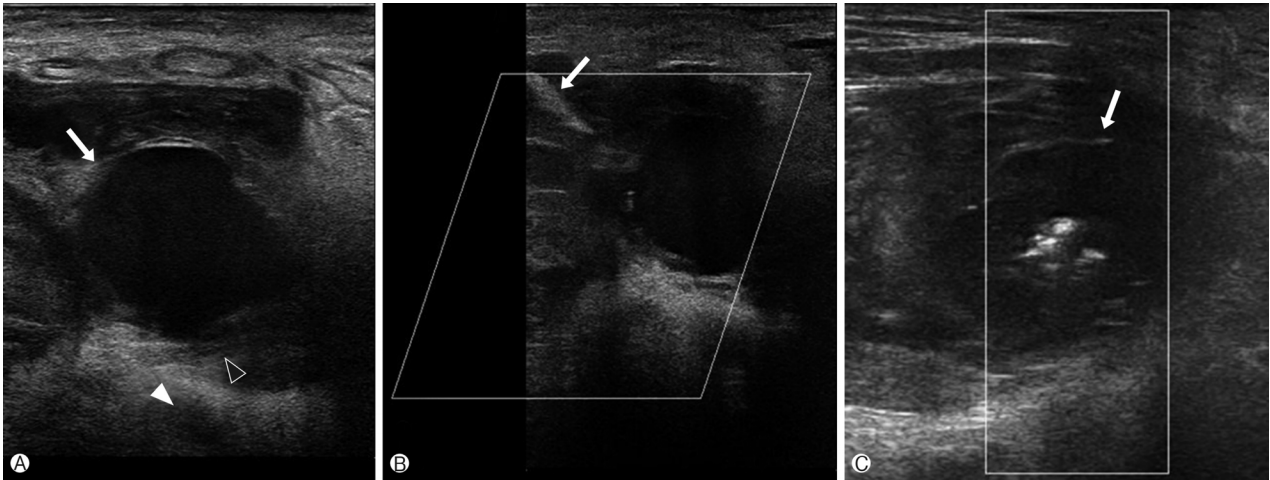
Serial ultrasound images demonstrating successful treatment of a right common femoral artery pseudoaneurysm. (A) Transverse grey-scale sonogram image shows a 3.5 cm pseudoaneurysm (arrow) and its neck (black arrowhead) that originates from the common femoral artery (white arrowhead). (B) With transverse grey-scale sonogram, a 22-gauge spinal needle tip is identified as an echogenic focus (arrow) within the lumen. (C) Doppler ultrasound image. Complete occlusion of the pseudoaneurysm lobe (arrow) after injection of 2,000 IU thrombin. Following successful treatment there is absence of blood flow within the pseudoaneurysm (arrow) and neck. Internal echoes within the sac represent thrombus.
